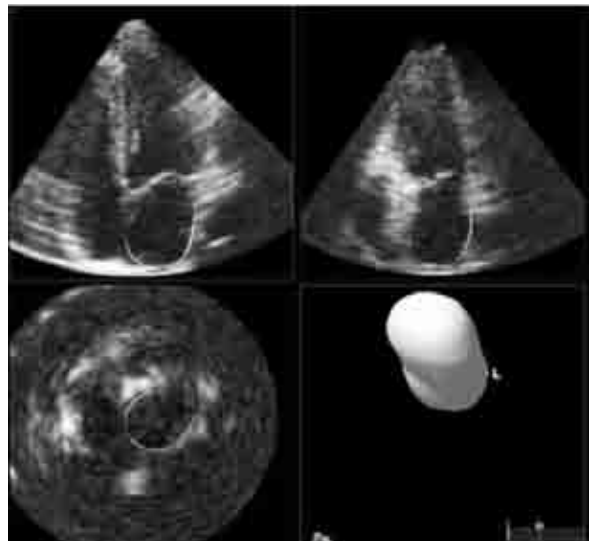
Volume da aurícula esquerda obtido por ecocardiografia transtorácica tridimensional (3D).
